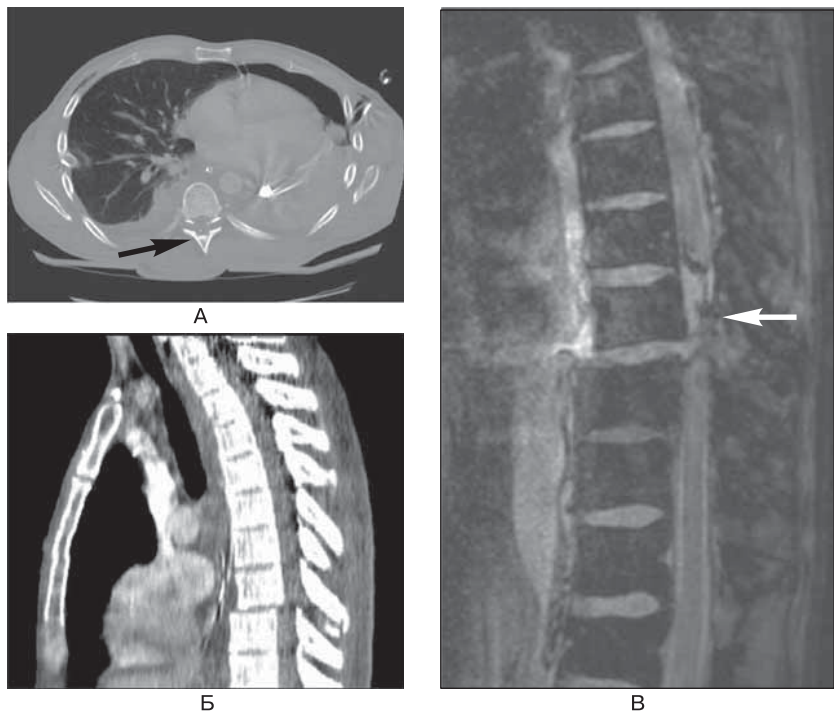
Перелом со смещением. (А) Осевое сечение, демонстрирующее расхождение (диастаз) фасетных суставов (*стрелка*). Билатеральные дренажи грудной клетки на месте большого левостороннего гемопневмоторакса. (Б) Сагиттальная плоскость изображения, показывающая потерю ровности контура позвоночника, связанную со смещением перелома. (В) Сагиттальный срез МРТ, демонстрирующий смещение перелома с пересечением спинного мозга. Стрелка указывает на артефакт, вторичный по отношению к гематоме.
